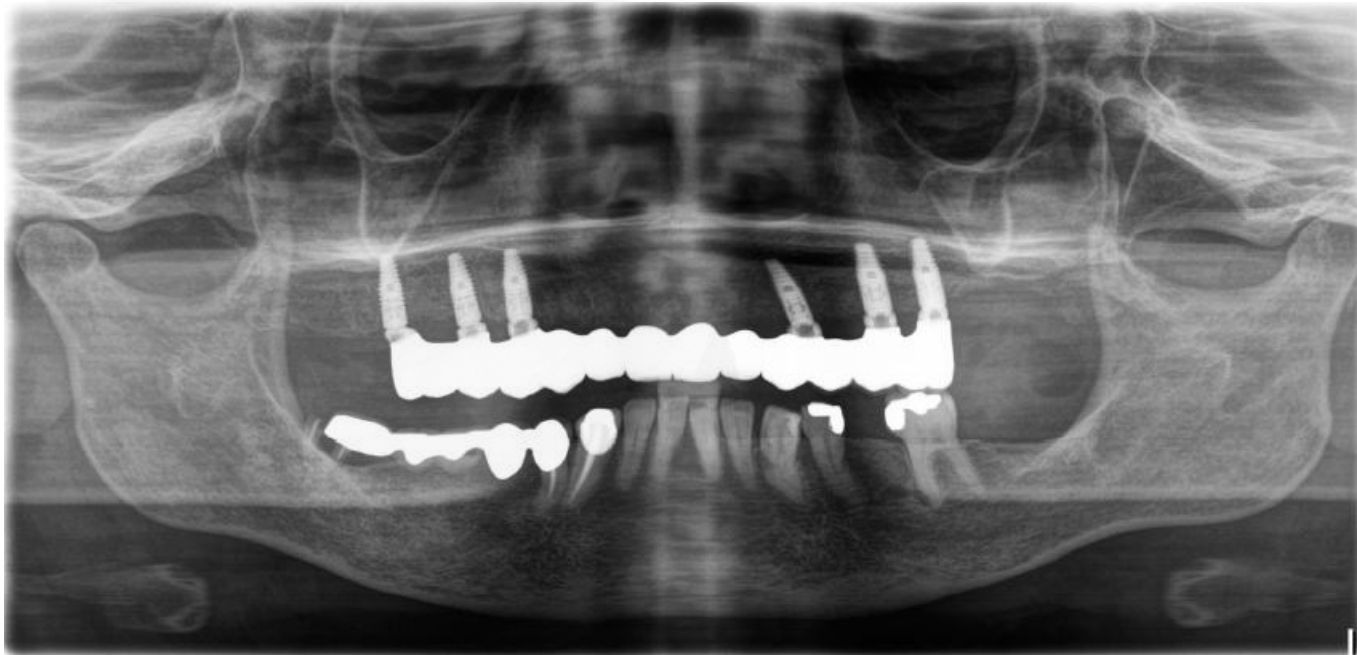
Radiographie panoramique après la mise en place finale de la restauration implantaire
